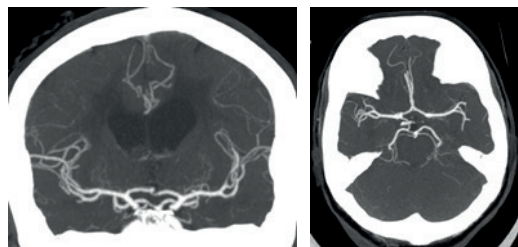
КТ-ангиография головы и шеи.
